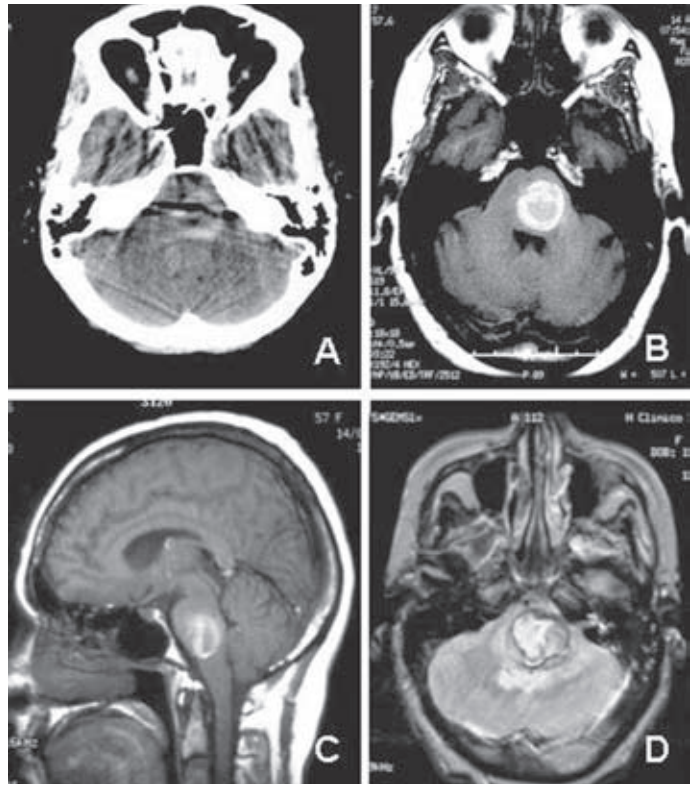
A: TC craneal sin contraste en la que se observa una imagen de hemorragia en el tronco cerebral. B: corte axial de RM craneal (secuencia T1) en la que se identifica una lesión redondeada, hiperintensa, en el interior del tronco cerebral. C: la lesión, que apenas capta contraste, se ubica en la protuberancia (corte sagital de RM craneal, secuencia T1 con gadolinio). D: corte axial de RM craneal (secuencia T2) donde la lesión muestra una señal mixta con el halo de hemosiderina periférico característico de las malformaciones cavernosas.
